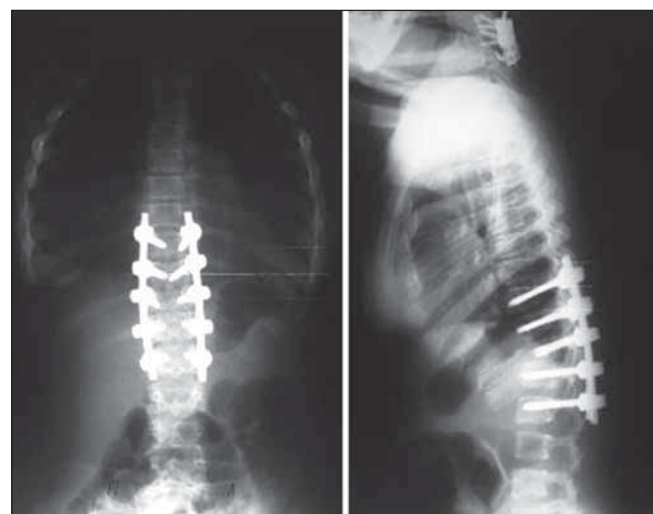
Рентгенограммы груднопоясничного отдела позвоночника после операции, отмечается выраженная коррекция деформации, угол коррекции составил порядка 30°
